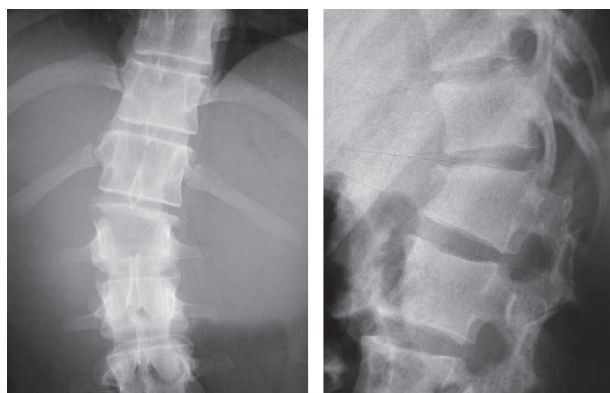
Fracture de L₁ avec tassement asymétrique. La déformation se fait principalement en inclinaison frontale et en cyphoses vertébrales locale et régionale importantes. Seule la radiographie standard peut évaluer avec précision cette déformation.
